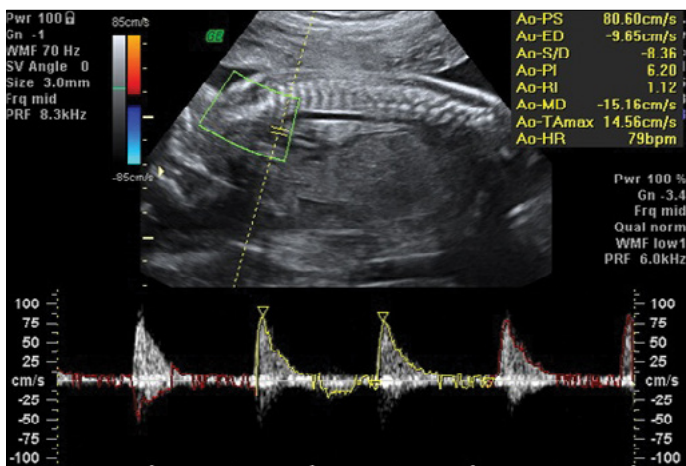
Pulse Doppler cardiac tracings obtained with the arcus aorta
